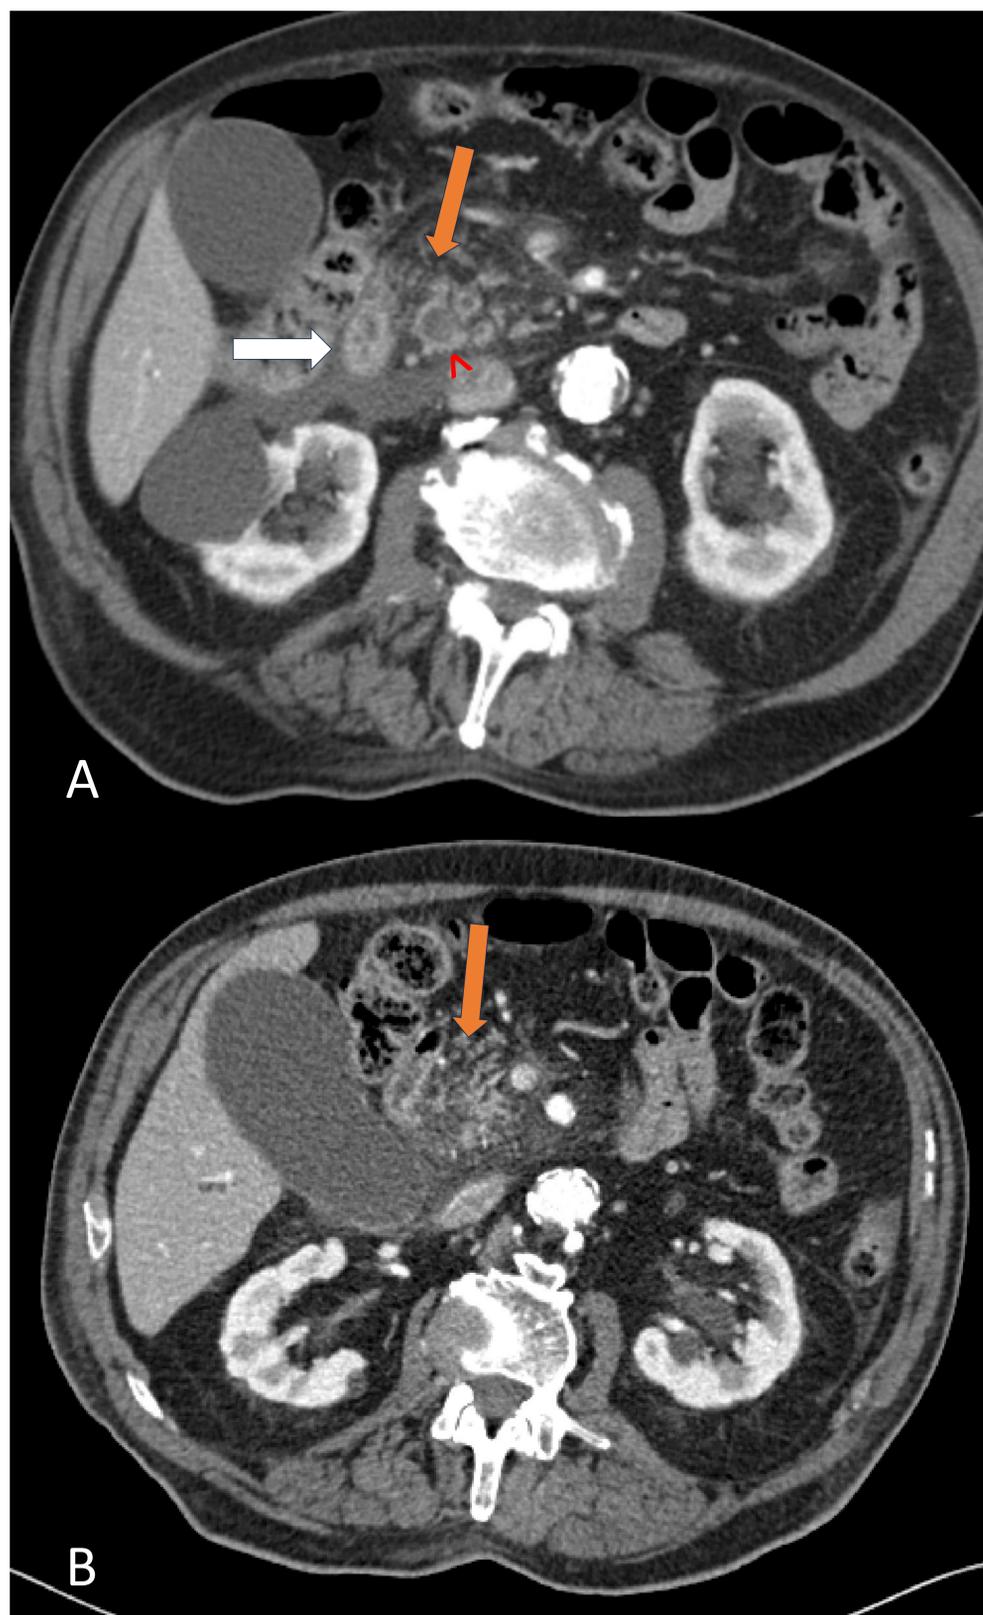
Varón de 67 años, con antecedente de CPRE por coledocolitiasis, que persiste con dolor abdominal y elevación de reactantes de fase aguda. Se realiza TC con contraste, observando cambios inflamatorios en la grasa locorregional del páncreas, el cual está atrófico (flecha naranja). A y B) Láminas de líquido libre peripancreático y pararenal derecho. Asocia engrosamiento de la tercera porción del duodeno en relación con duodenitis reactiva (flecha blanca). Quistes renales y adelgazamiento de la cortical. C) TC con contraste en corte coronal, donde se observa dilatación del colédoco con imágenes hiperdensas en su interior en relación con colelitiasis (^).
